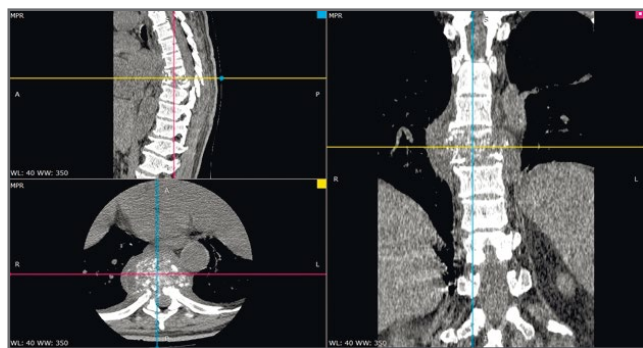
КТ позвоночника спиральная.
